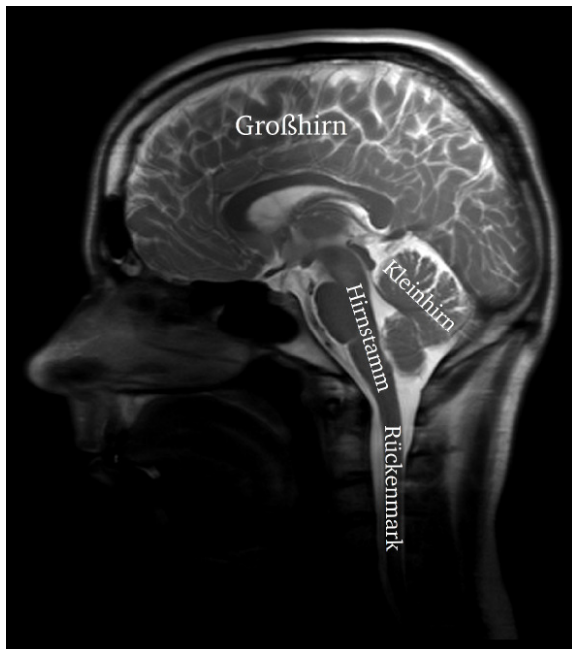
MRT-Bild des menschlichen Gehirns mit seiner anatomischen Unterteilung.
